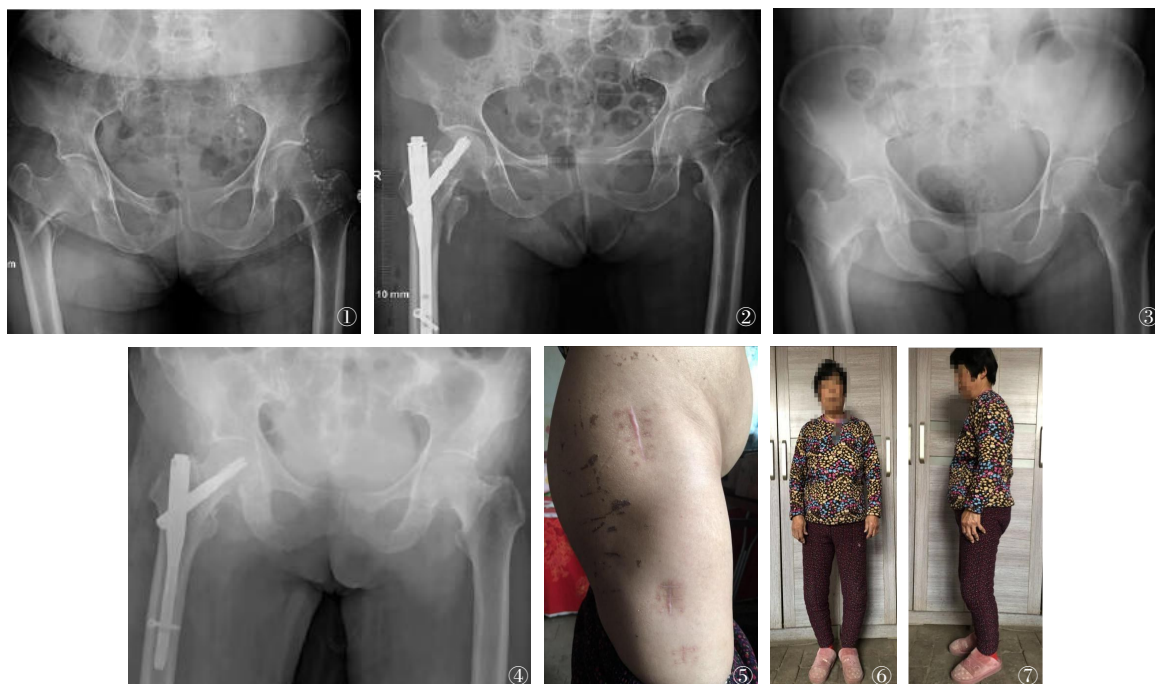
~2 PFNA组患者X线片:男,70岁,碰摔伤致右侧骨折;图1 术前;图2 术后12个月,Harris评分为良 图3~7 PFNA-2组患者X线片:女,67岁,碰摔伤致右侧骨折。图3 术前;图4 术后12个月,Harris评分为优;图5 术后12个月大体外观照,切口愈合良好;图6~7 术后12个月功能照,髋关节功能良好
